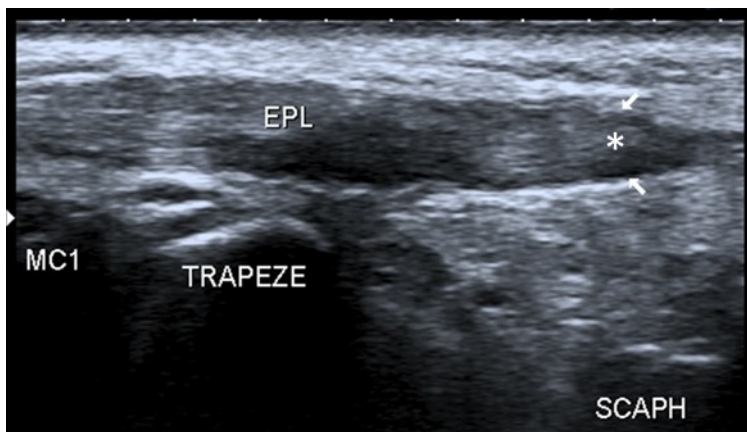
Rupture du tendon long extenseur du pouce (coupe sagittale échographique). La tuméfaction clinique correspond au moignon hypertrophique distal (*) en regard du scaphoïde. Cette rupture est survenue en deux temps après une fracture radiale passant par le Lister.
